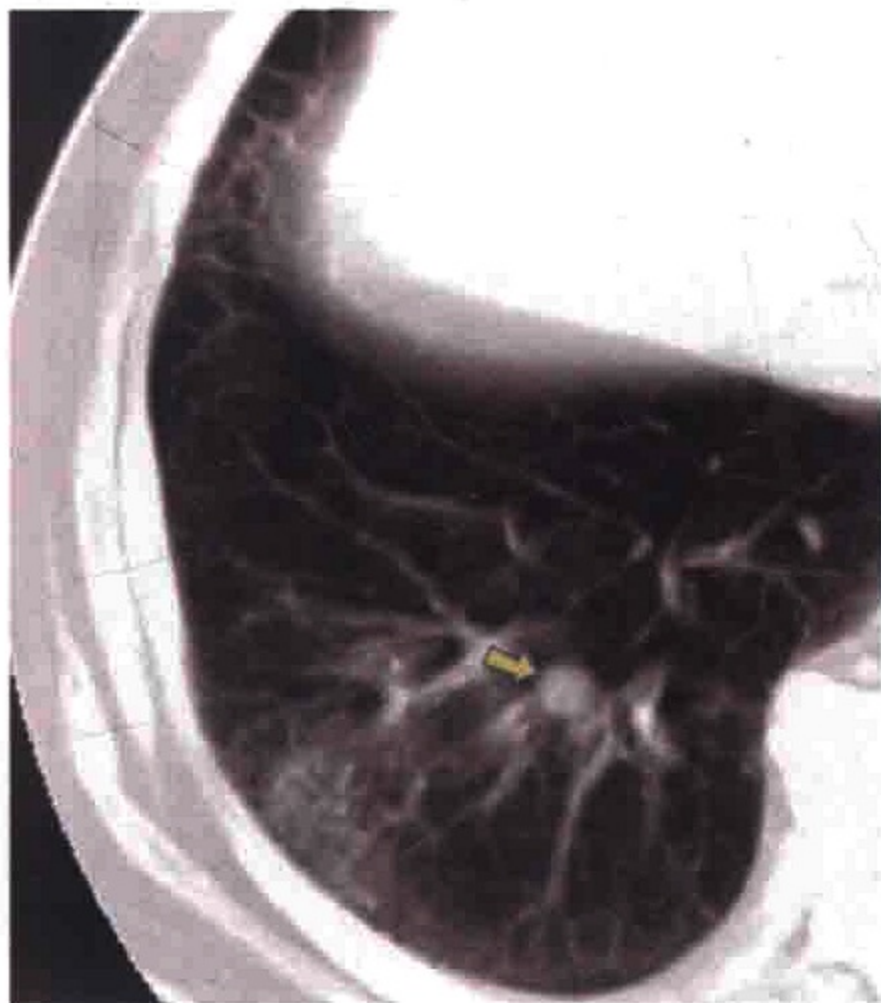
横轴位 CT 图像示肺实质内淋巴结 (箭)
